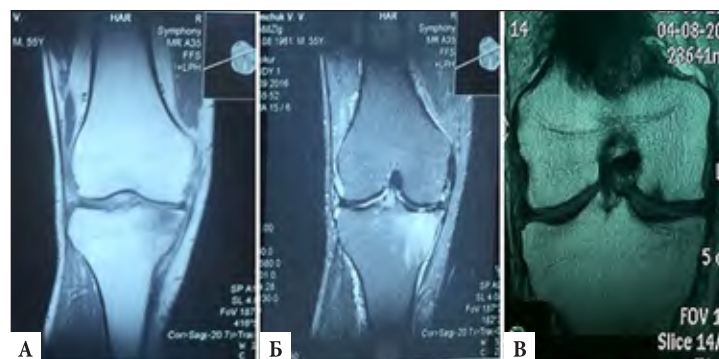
МРТ коленного сустава во фронтальной проекции: показаны изолированные участки хондропатии III-IV степени внутренних отделов коленного сустава. А - в режиме T1 во фронтальной проекции показан участок хондропатии IV степени внутреннего мыщелка большеберцовой кости, Б - в режиме T2 во фронтальной проекции показан участок хондропатии IV степени внутреннего мыщелка большеберцовой кости, В - в режиме T1 во фронтальной проекции показан участок хондропатии IV степени внутреннего мыщелка бедренной кости.
